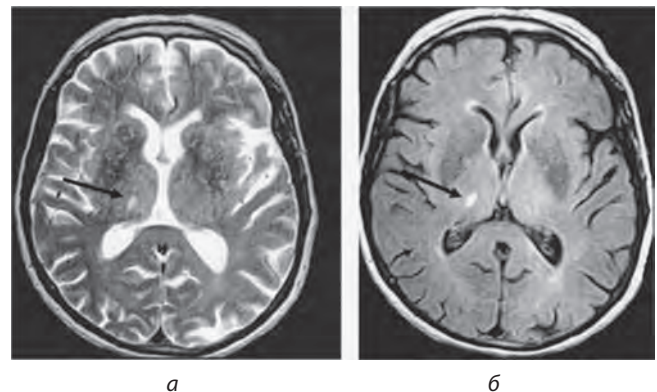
МРТ головного мозку пацієнтки Б., 68 років, проведене на 6-ту добу від початку захворювання:
